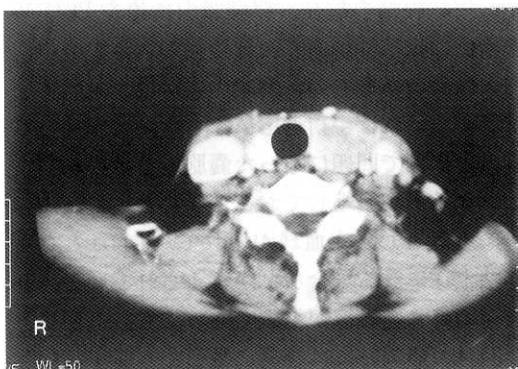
頸部CT像（造影剤投与）：甲状腺左葉にやや気管を圧排する囊胞性病変を認める
